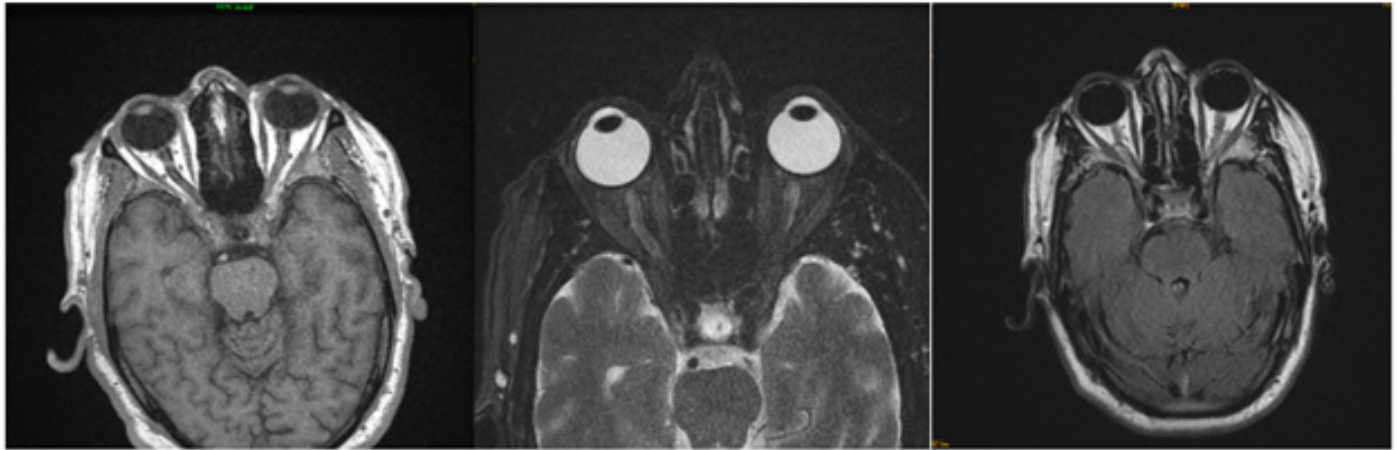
IRM orbito-cérébrale T1/T2/FLAIR : absence de lésions orbitaire ou intracrânienne qui explique ces plis chorioretiniens
